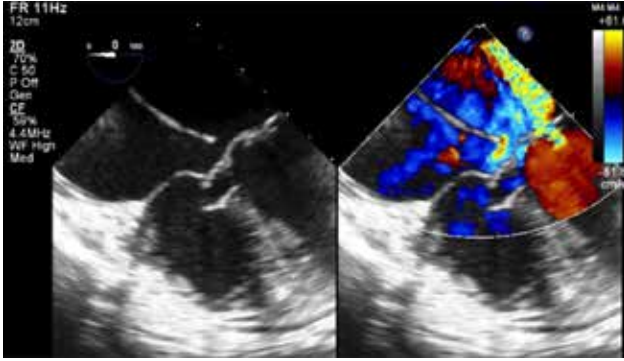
Color doppler demonstrated severe eccentric mitral regurgitation.
